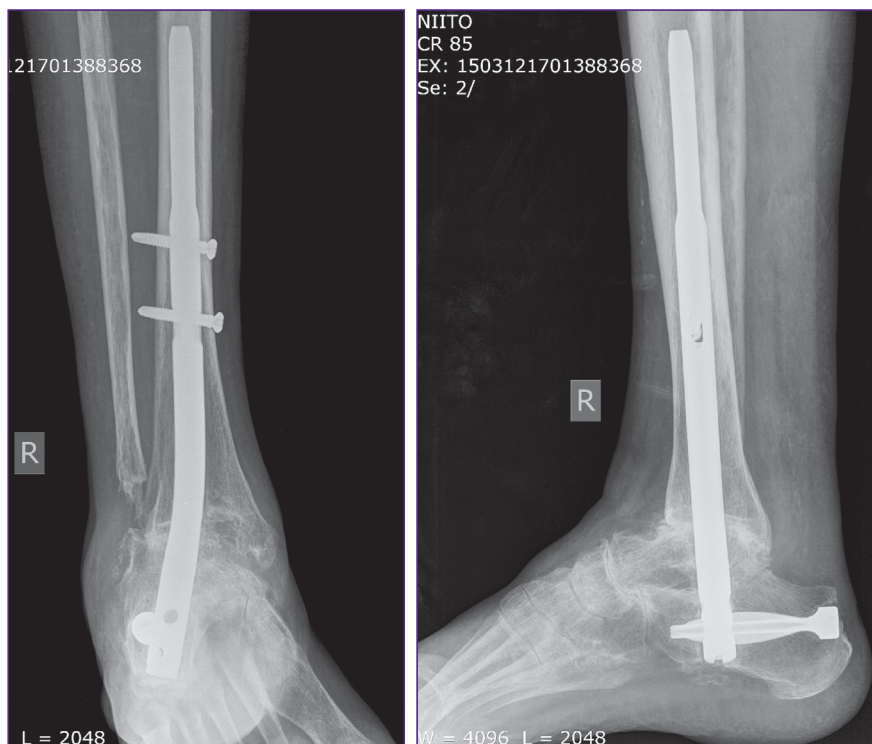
Рентгенограммы голеностопного сустава после артродеза стержнем HAN (Synthes, Швейцария)
